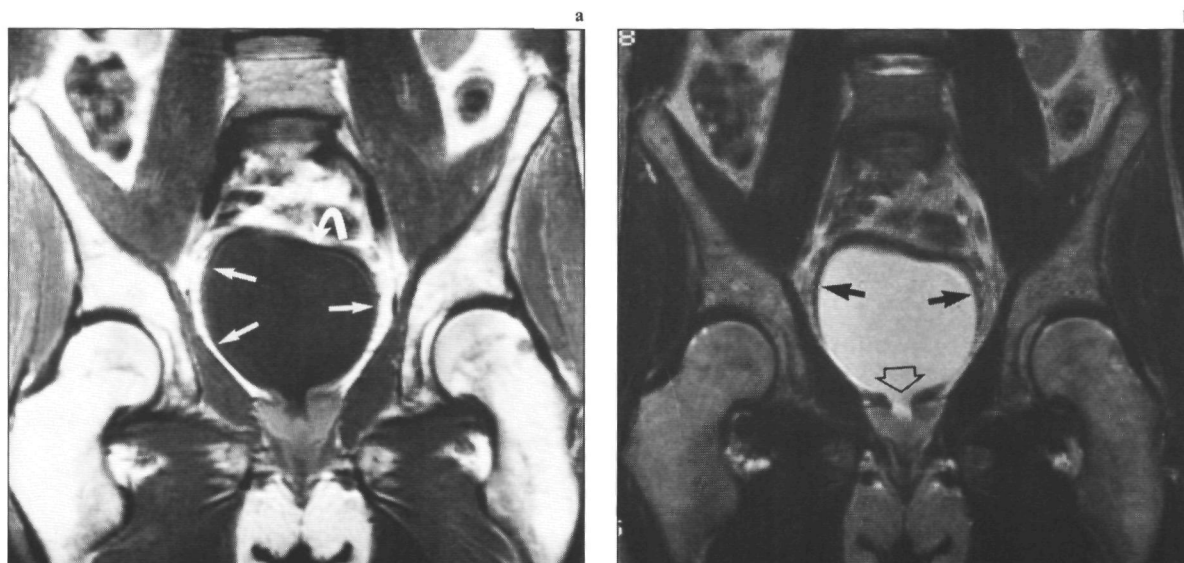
(a) T_1 - en (b) T_2 -gewogen MRI-opnamen in het coronale vlak (1,5 T; SE 1000/15/2 en SE/2000/100/2). Op de T_1 -gewogen opname is de grijze dunne blaaswand vrijwel niet herkenbaar (pijlen). Het contrast tussen urineblaaswand (kleine zwarte pijlen) en urine is op de T_2 -gewogen opname beter. Het fat-shift artefact (gebogen pijl) werkt echter wel storend. Rond de blaashals (open pijl) is de wand dikker.
